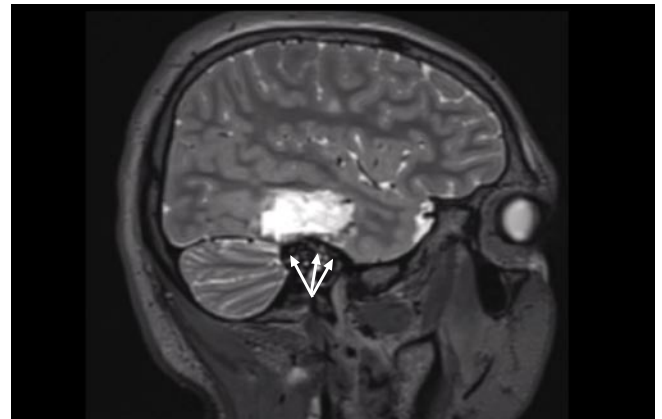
МРТ, T2-ВИ. Послеоперационные изменения (стрелка)
